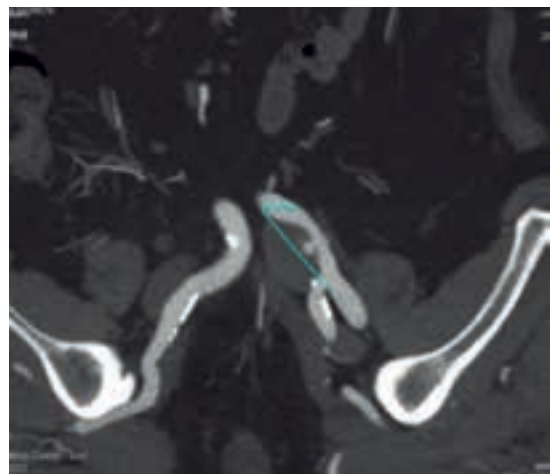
Angio-TC pré-operatório, demonstrando o aneurisma aórtico.
